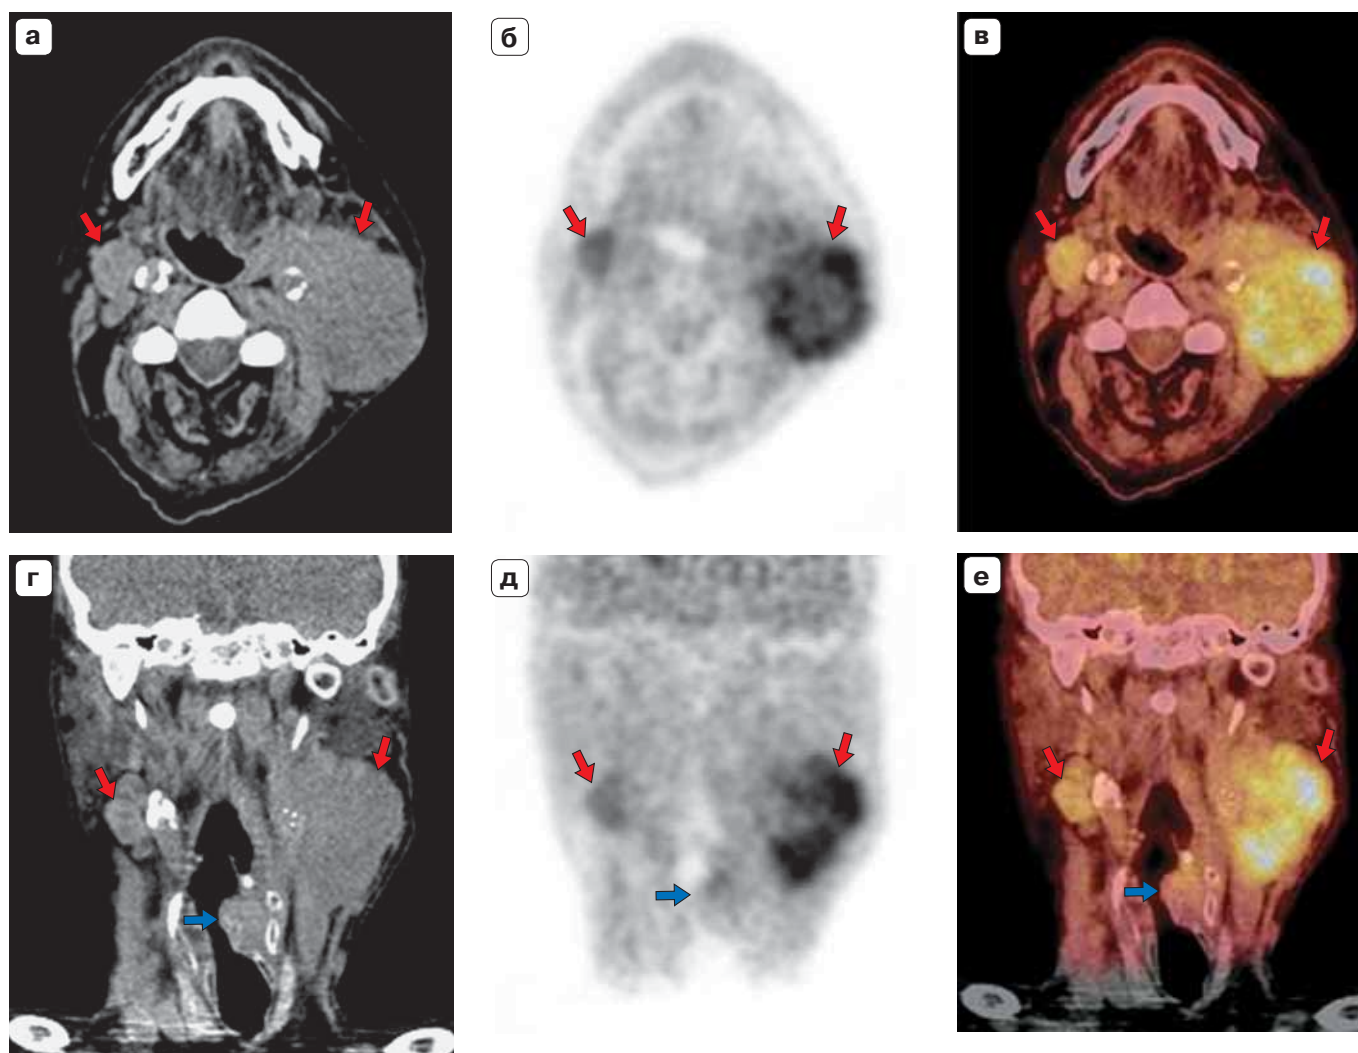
ПЭТ/КТ с ^{18}F -FMISO. Плоскоклеточный рак гортаноглотки. а, г – КТ, б, д – ПЭТ, в, е – ПЭТ/КТ с ^{18}F -FMISO в аксиальной и фронтальной проекциях. Отмечаются конгломераты лимфатических узлов шеи (красные стрелки) с повышенным накоплением ^{18}F -FMISO, свидетельствующим о наличии гипоксии в опухолевой ткани, образование гортаноглотки слева с низким уровнем накопления ^{18}F -FMISO (синие стрелки) и с деформацией ее просвета свидетельствует о низком уровне гипоксии в ткани опухоли.
